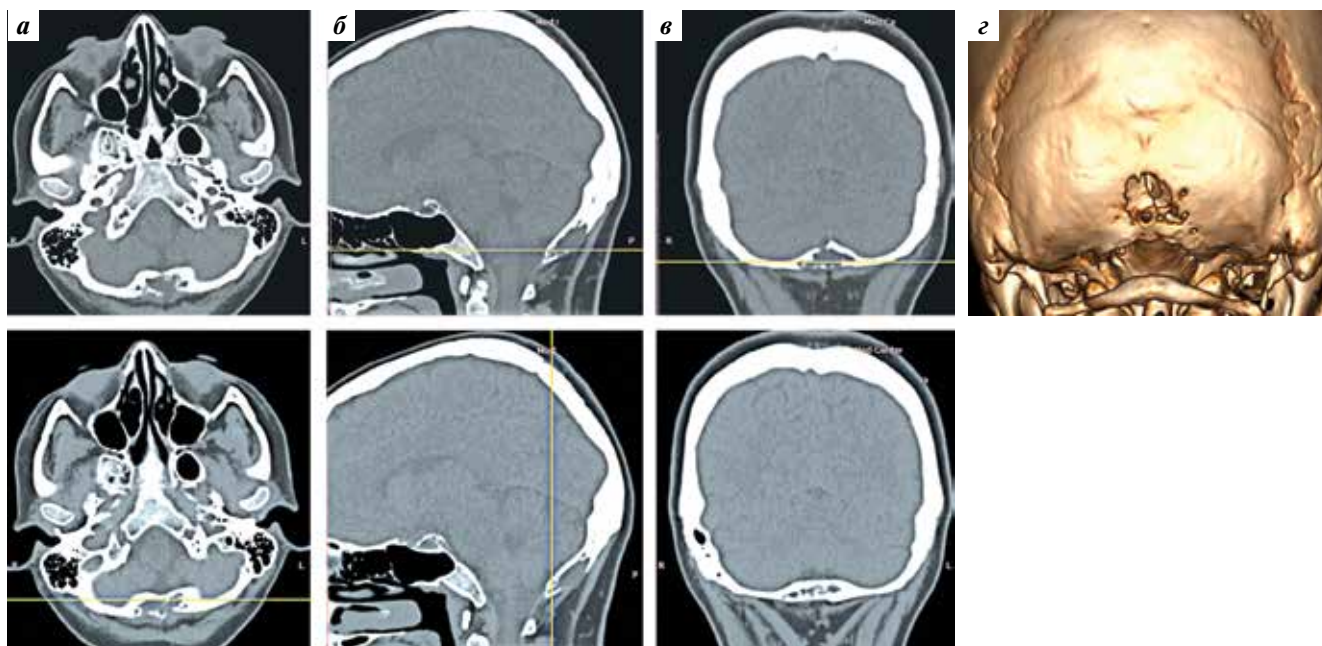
Компьютерная томография головы пациентки К. до лечения, аксиальные (а), сагиттальные (б), фронтальные (в) срезы и трехмерная реконструкция (г). Изменения затылочной кости в виде очага «изъеденности» диплоэ, имеющего фестончатые контуры, ячеистую структуру. Дефект наружной кортикальной пластинки размерами 15×15 мм и дефект внутренней кортикальной пластинки размерами 5×9 мм
